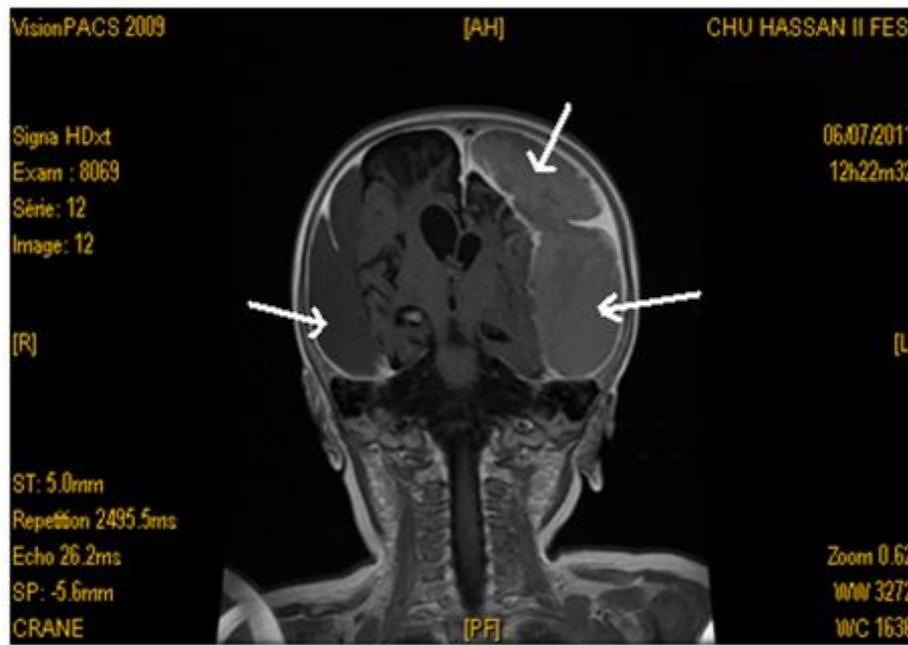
coupe frontale par IRM montrant l'hématome sous-dural chez le même patient
